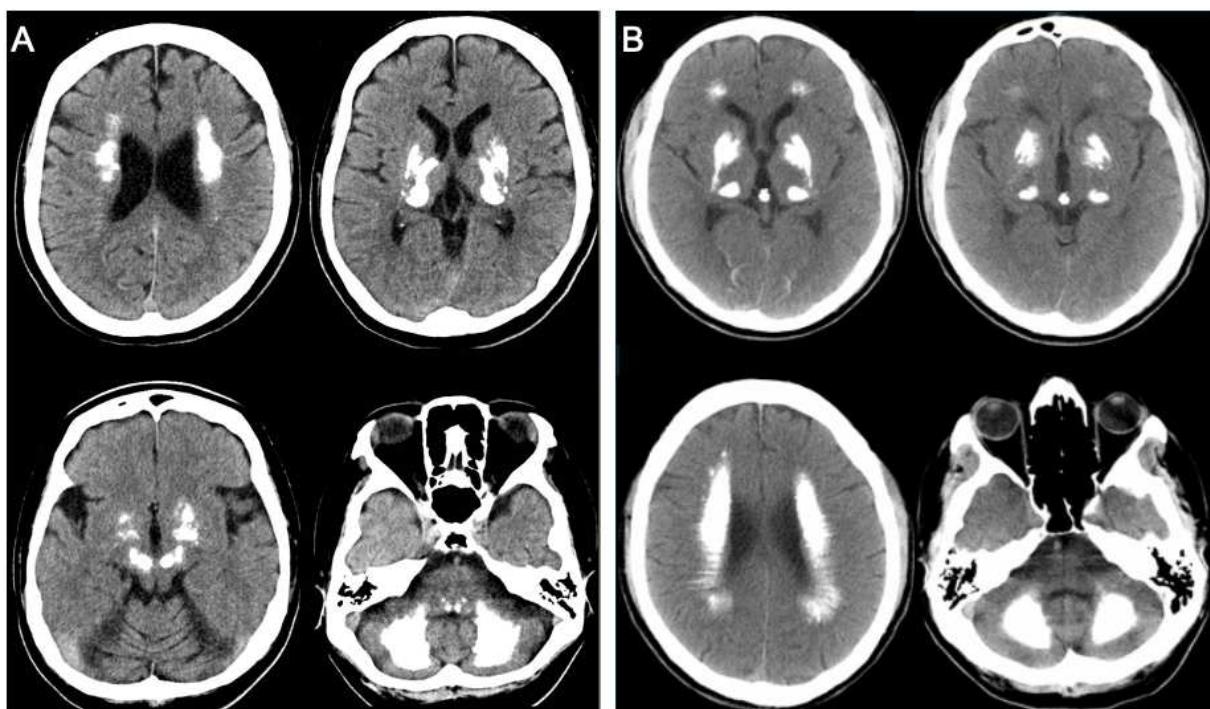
Kraniale CT-Aufnahmen von Patient*innen mit PFBC
